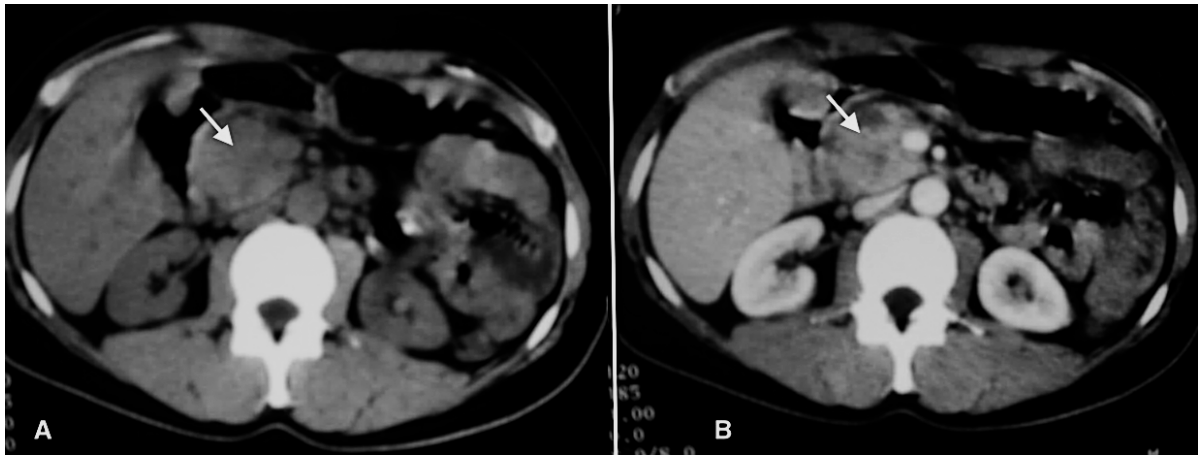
Coupes axiales de la TDM abdominale avant (A) et après (B) injection du PDC, montrant la masse de la tête du pancréas, rehaussée de façon hétérogène (flèche).
